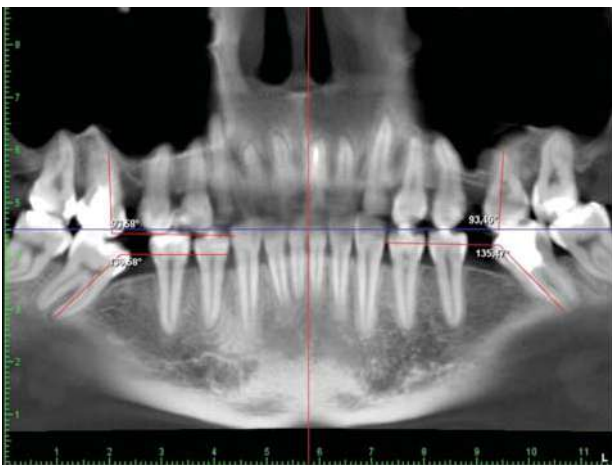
Зміна нахилу кутів других постійних молярів при адентії за даними аналізу комп'ютерної томографії (КТ).
